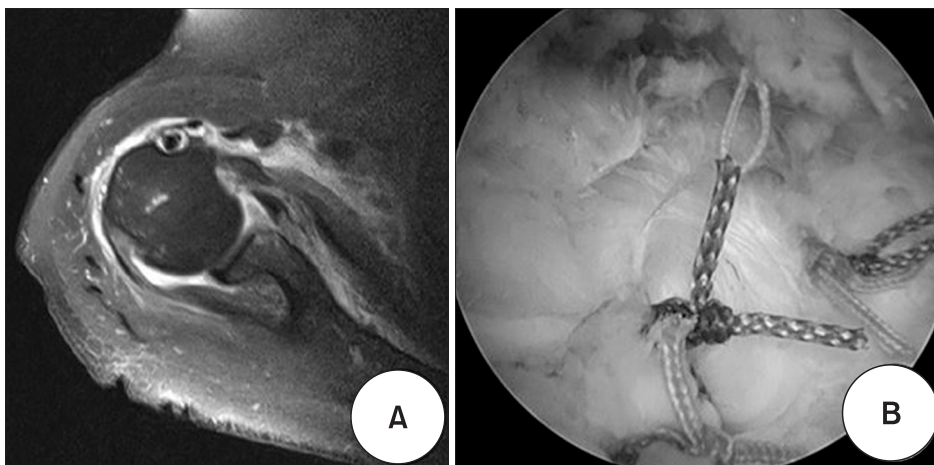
(A) A 74-year-old female with a massive rotator cuff tear showed 7.47 mm of off-the center and anterior labral tear on the axial magnetic resonance imaging. (B) She underwent arthroscopic rotator cuff repair with a Bankart repair.
